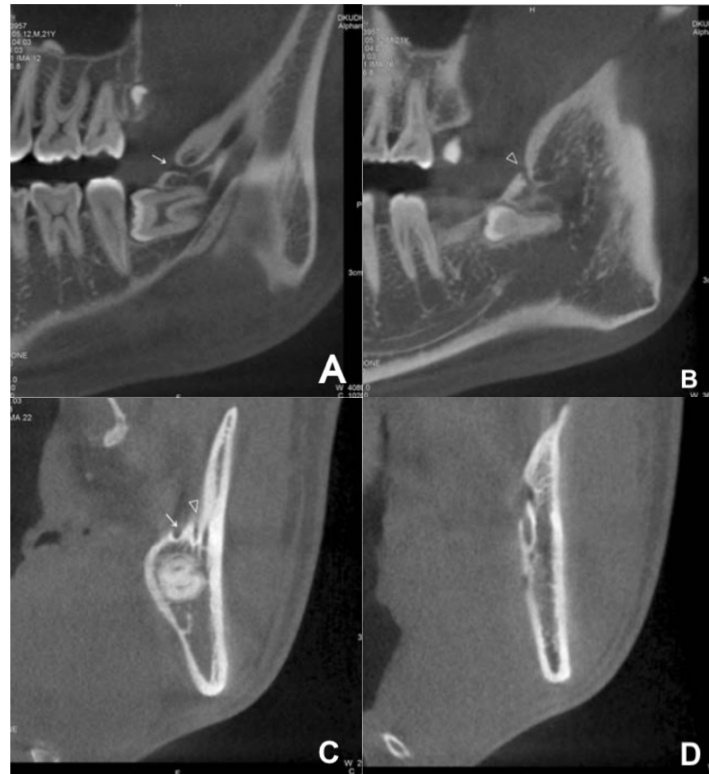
Imagens de CBCT que exibem o canal mandibular triplo, tipo B (dois canais acessórios, um tipo retromolar (A) e um canal dentário (B)) (adaptado de Rashsuren et al., 2014).
